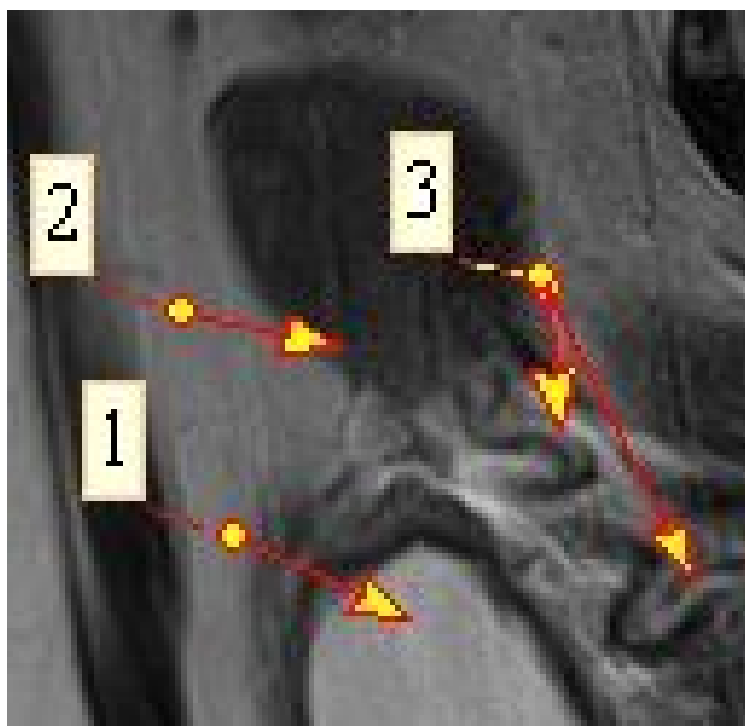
Левая маточная артерия (anteversio-anteflexio uteri), МР-томограмма в проекции SG T2: 1 – мочевого пузырь; 2 – тело матки; 3 – маточная артерия
